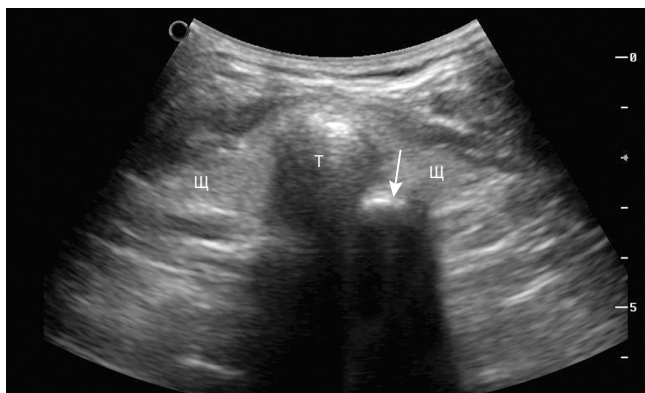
УЗИ шеи, конвексный датчик. Симптом «двойной трахеи» при ошибочной интубации пищевода. Т – трахея, Щ – доли щитовидной железы. Стрелкой обозначен интубированный пищевод.
